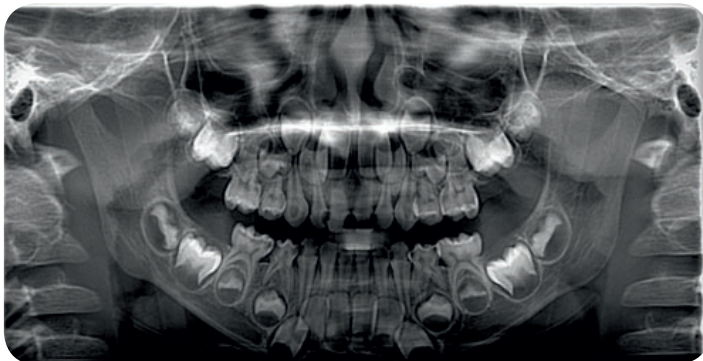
Ортопантомограмма ребенка 4-х лет
